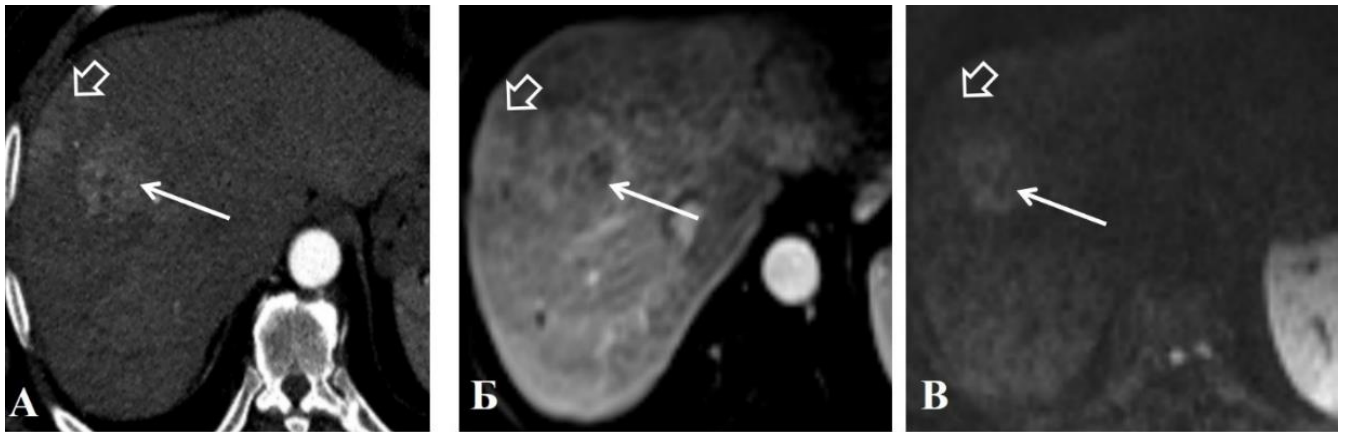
Пациент 62 лет с гепатоцеллюлярным раком. КТ (А) и МРТ (Б) артериальную фазу контрастирования показывают гиперваскулярный очаг (белая стрелка), с зоной повышенного контрастирования паренхимы печени дистальнее (объемная стрелка). МРТ в режиме ДВИ (В) демонстрирует ограничение диффузии в очаге (белая стрелка), отсутствие ограничения диффузии от паренхимы дистальнее очага (объемная стрелка)
